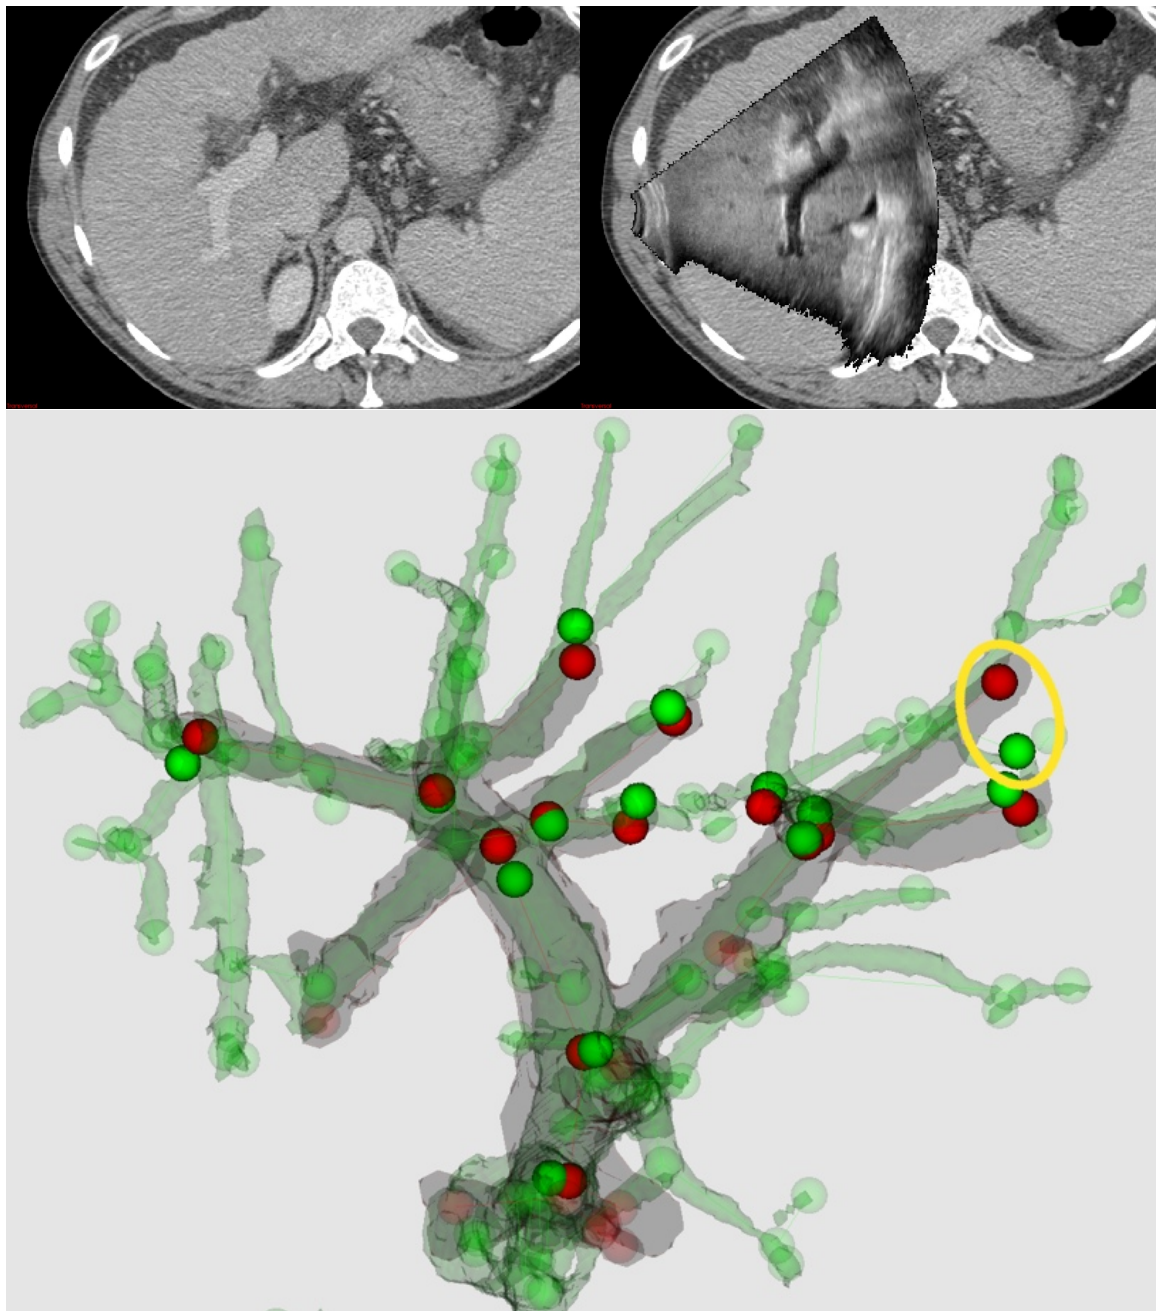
Beispielhaftes Registrierungsergebnis der rigiden Registrierung von Ultraschall und CT-Bilddaten von Patient Nummer sechs aus Tabelle 4.6 basierend auf segmentierten Gefäßstrukturen. Gezeigt ist eine transversale Schnittebene durch das CT (oben links) überlagert mit dem dazu korrespondierenden Schnitt durch das Ultraschallvolumen (oben rechts). Unten sind die überlagerten Gefäßstrukturen von CT (grün) und Ultraschall (rot) als Oberflächenvisualisierung dargestellt. Die automatisch als korrespondierend erkannten Punkte werden in dieser Darstellung hervorgehoben. Die Korrespondenz aus dem Graph Matching mit dem größten Registrierungsfehler von 8,37 mm ist gelb umrandet.
